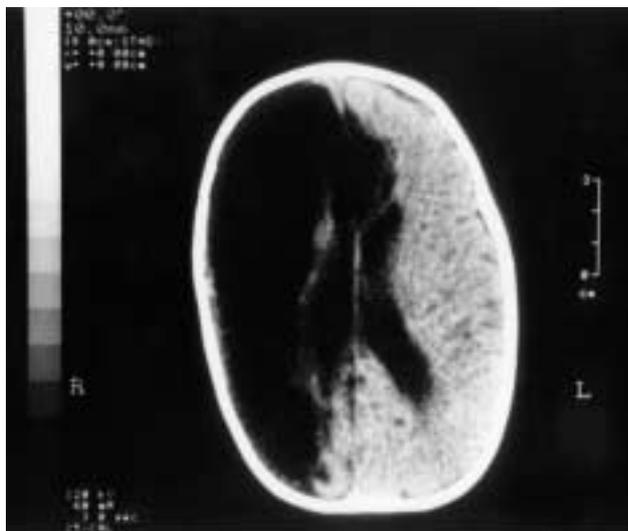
TAC con amplia lesión derecha.
